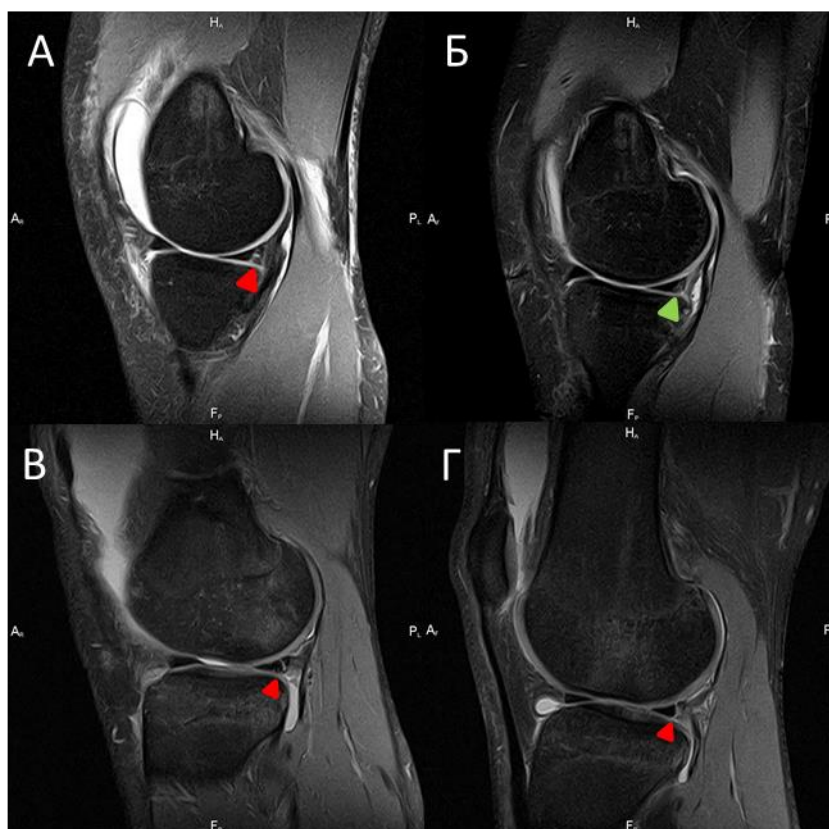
Оценка степени заживления мениска по данным МРТ. А — продольный разрыв медиального мениска, до операции; Б — состояние медиального мениска через один год после сшивания — полное заживление; Г — продольный разрыв медиального мениска, до операции; Д — состояние медиального мениска через 7 месяцев после сшивания — неполное заживление.
